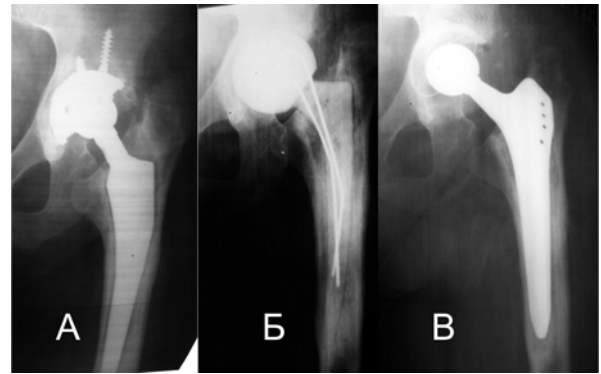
Рентгенограма лівого кульшового суглоба хворої В. через сім років після первинного ендопротезування (А), після першого етапу ДРЕ (Б) та після другого етапу ДРЕ (В)
